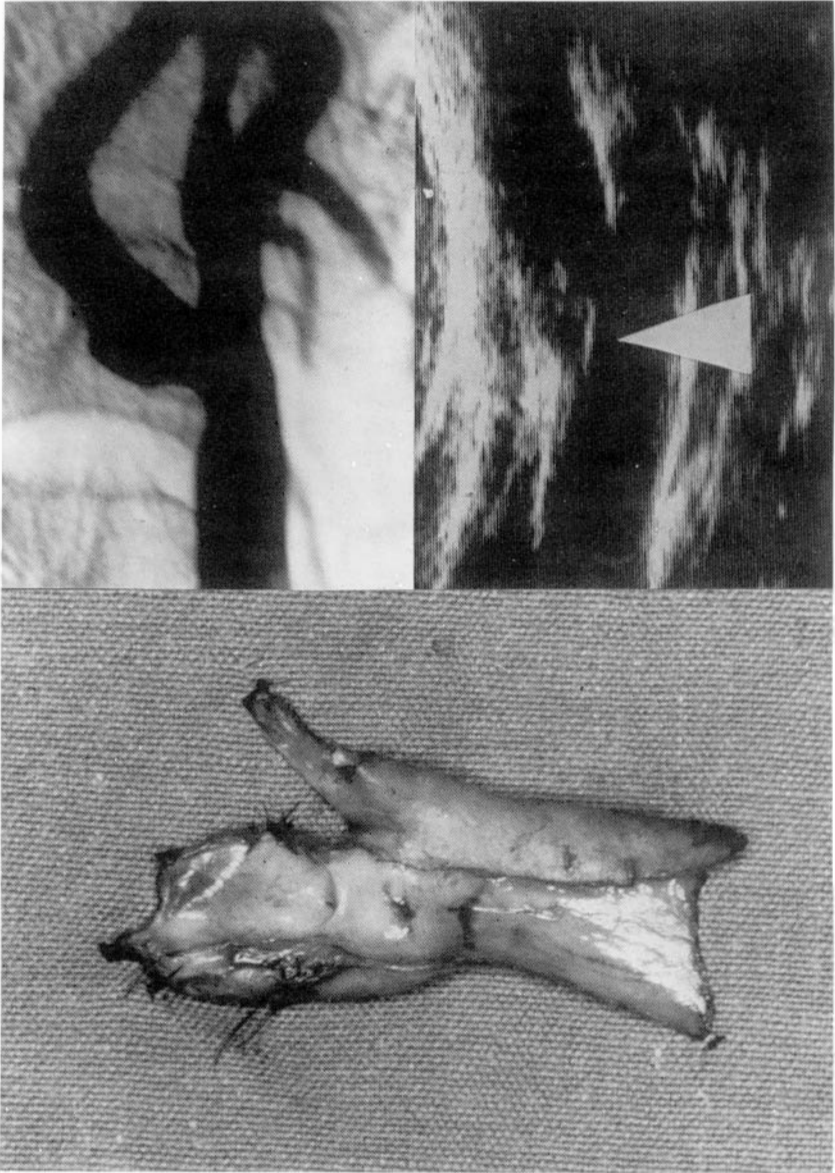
A) P.A. Varón de 60 años. Carotidografía: estenosis de la emergencia de la carótida interna derecha y estasis postestenótica. B) Ecotomografía: placa estenosante de superficie lisa. C) Placa ateromatosa extraída por tromboendarterectomía: aspecto liso, homogéneo.
